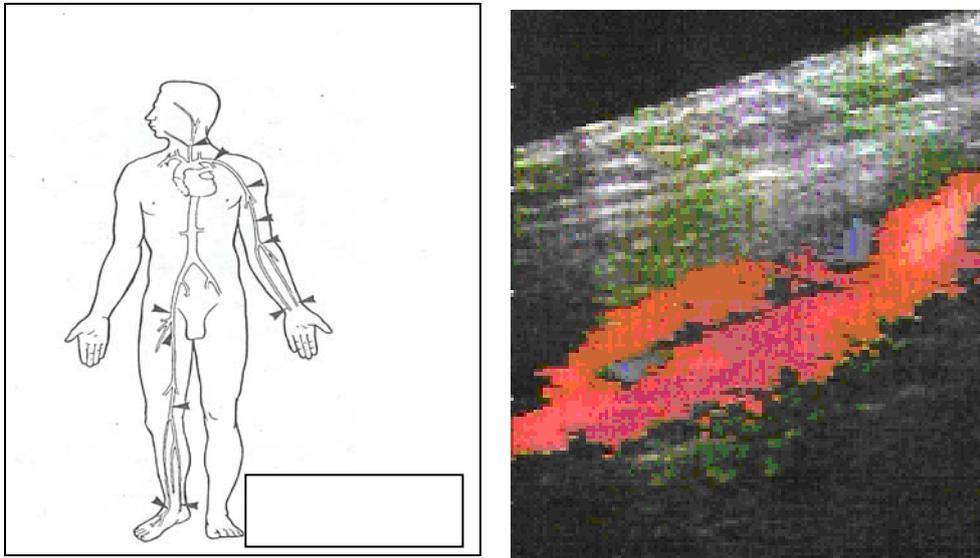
Ultrasonido Doppler.
